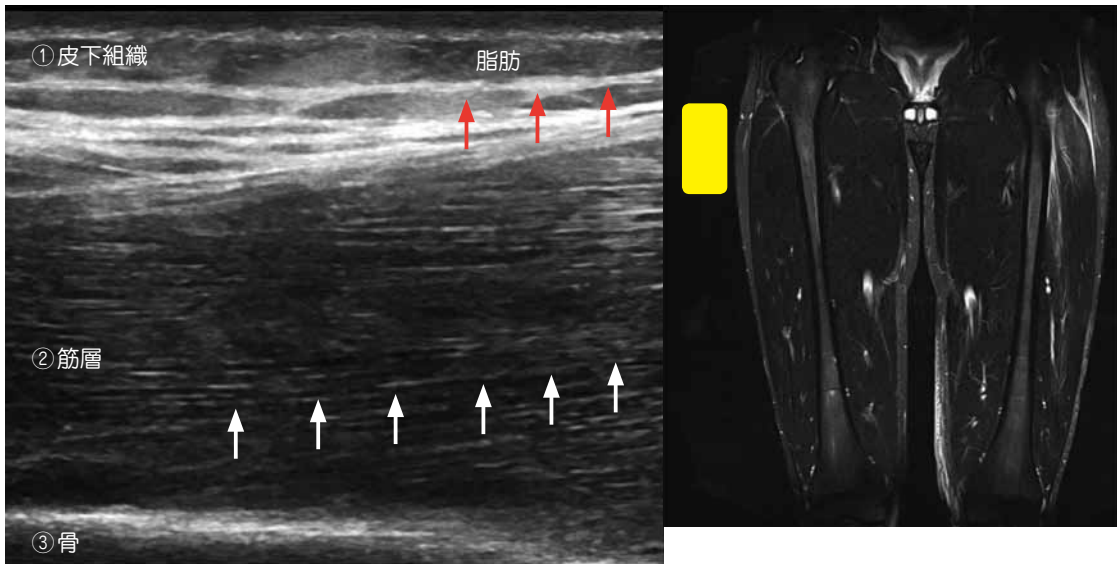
正常の右大腿四頭筋（外側広筋）の超音波画像
